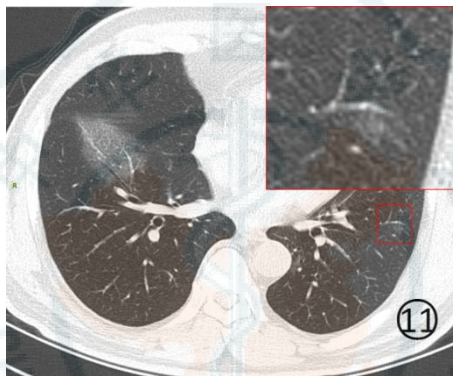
男, 51 岁。CT 平扫肺窗显示肺内大片和斑片状磨玻璃阴影, 其内微血管增多, 细支气管有支气管充气征, 细支气管壁增厚, 左下肺小血管周围有淡薄的磨玻璃阴影 (方框)
